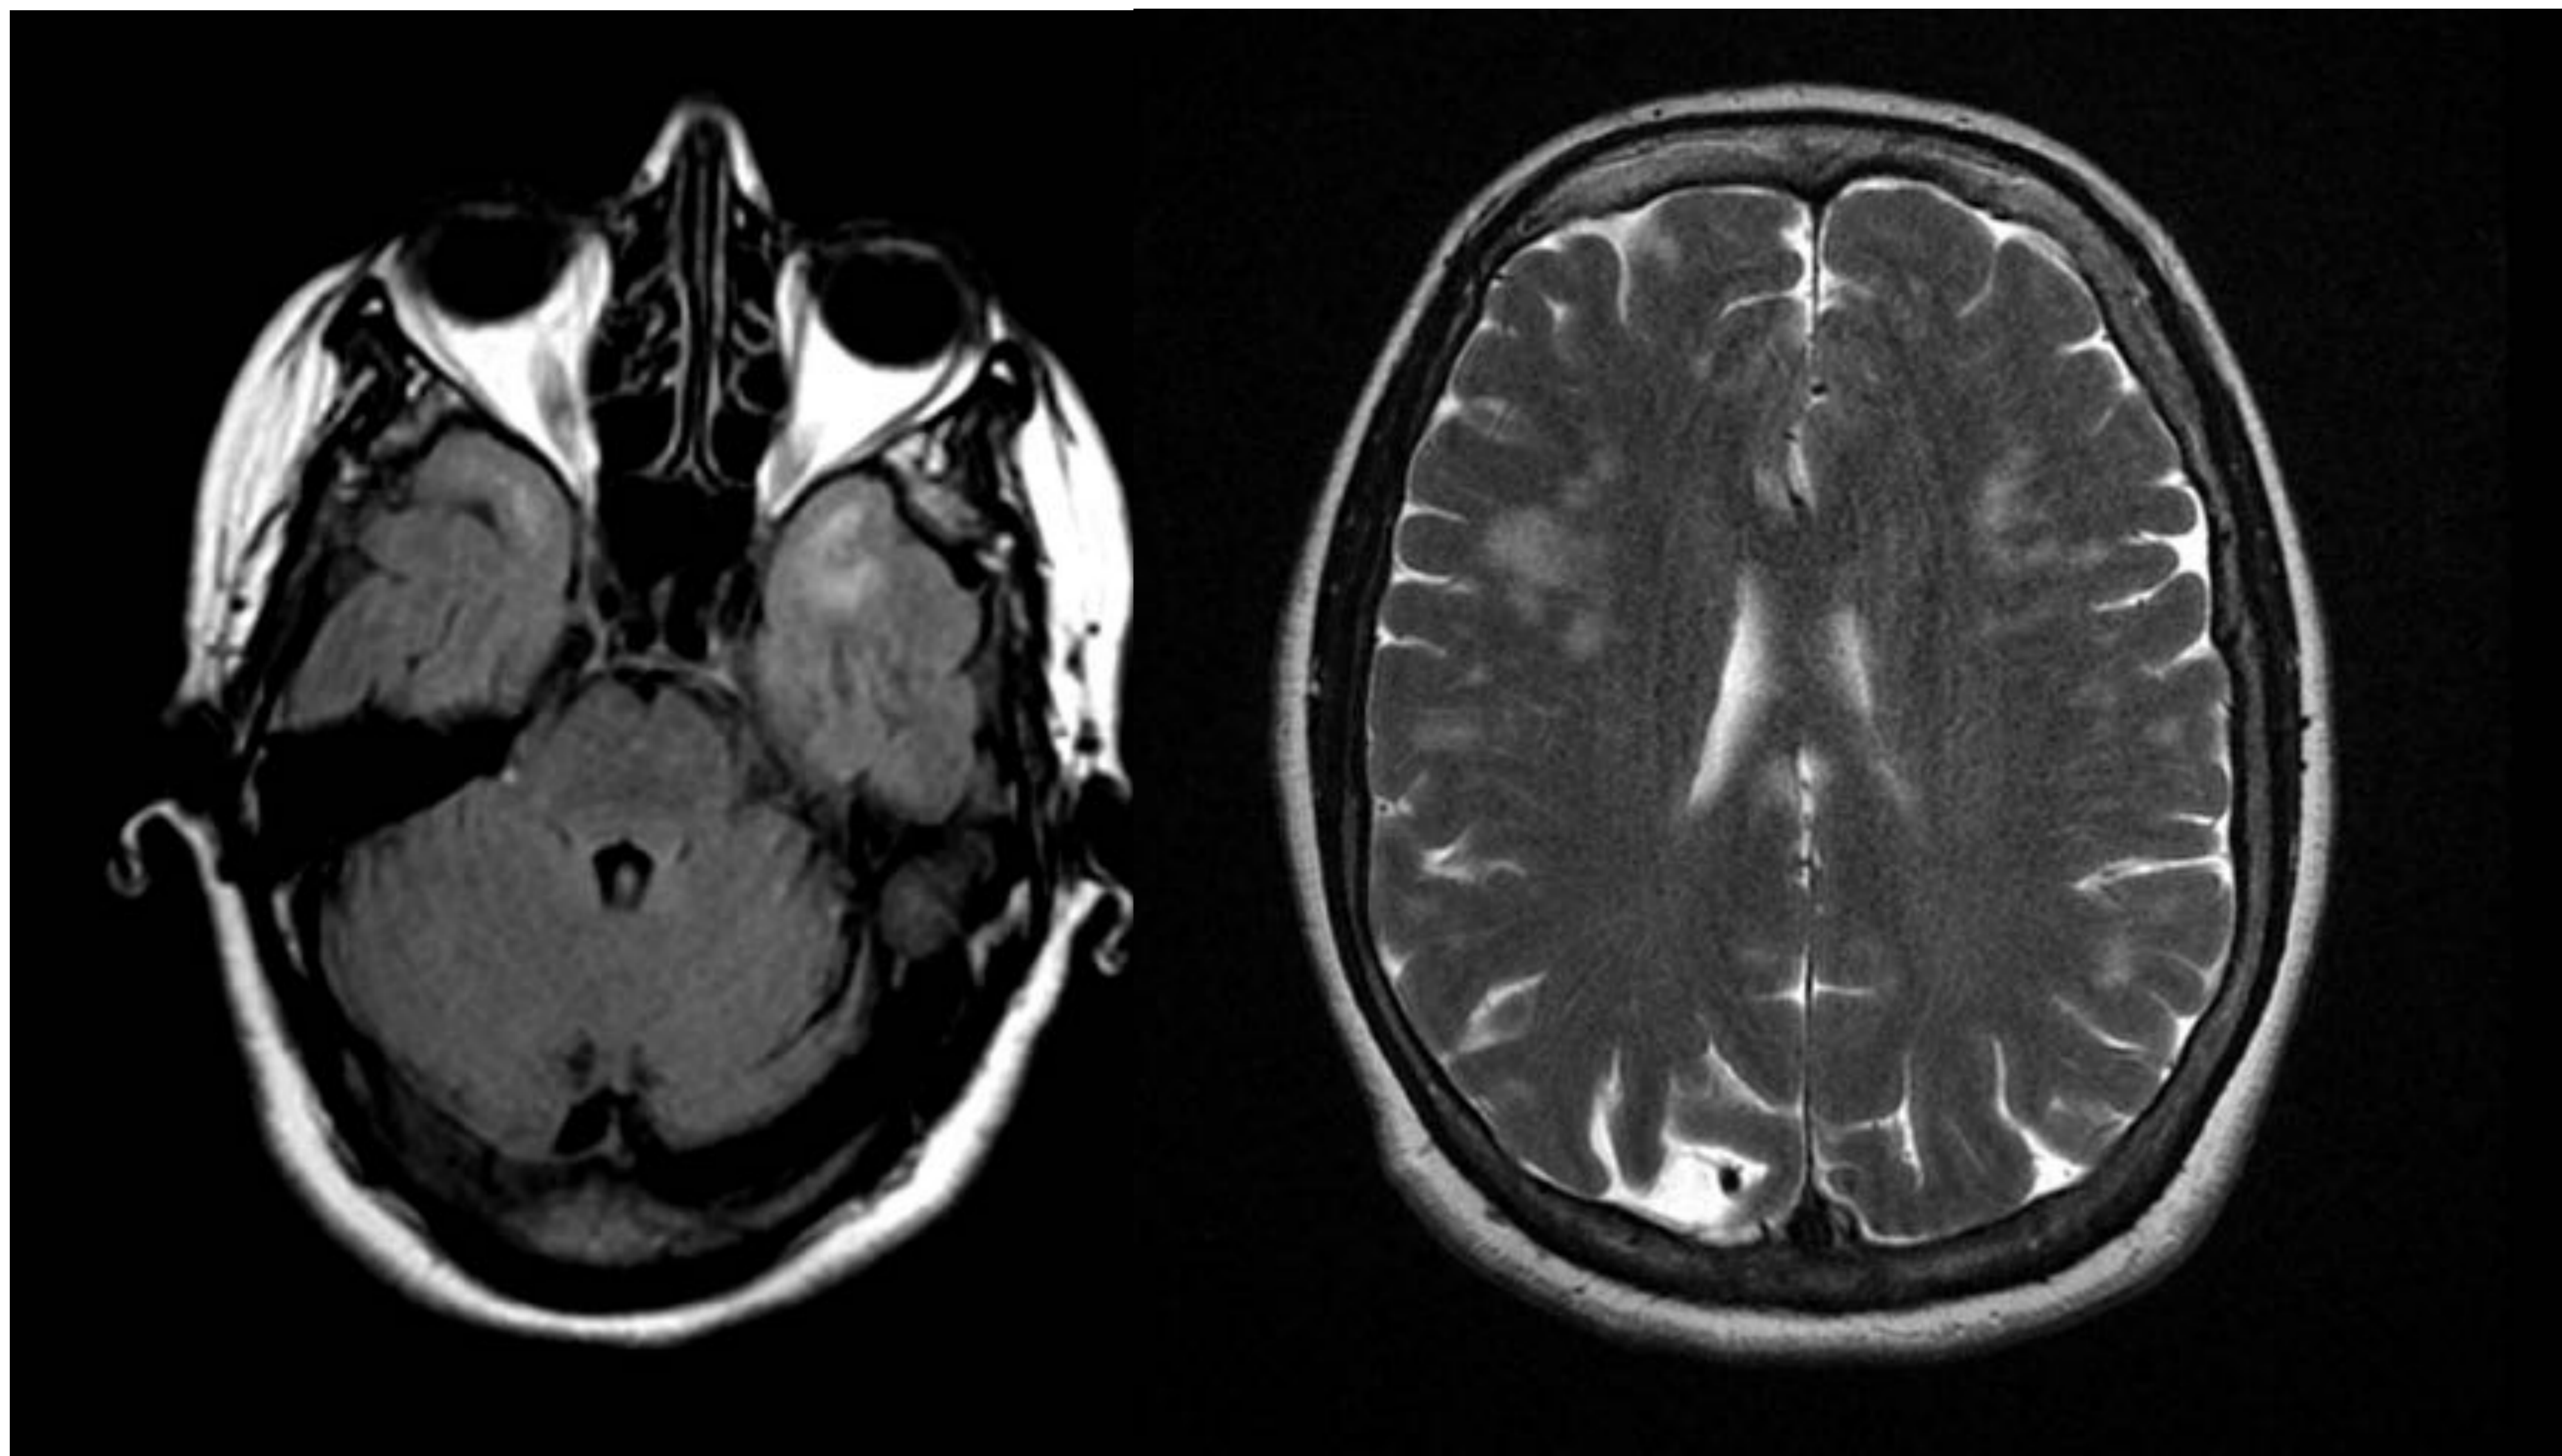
y Fig. 13. Paciente de 60 años ingresado por ictus isquémico del territorio carotídeo izquierdo de origen indeterminado. TC/RM sin lesiones isquémicas agudas-subagudas. Lesiones focales hiperintensas en T2/FLAIR, supratentoriales, predominantemente localizadas en lóbulos frontal, temporal (incluyendo polos temporales) y en la sustancia blanca subcortical y profunda. El estudio genético de CADASIL en este paciente fue negativo.
